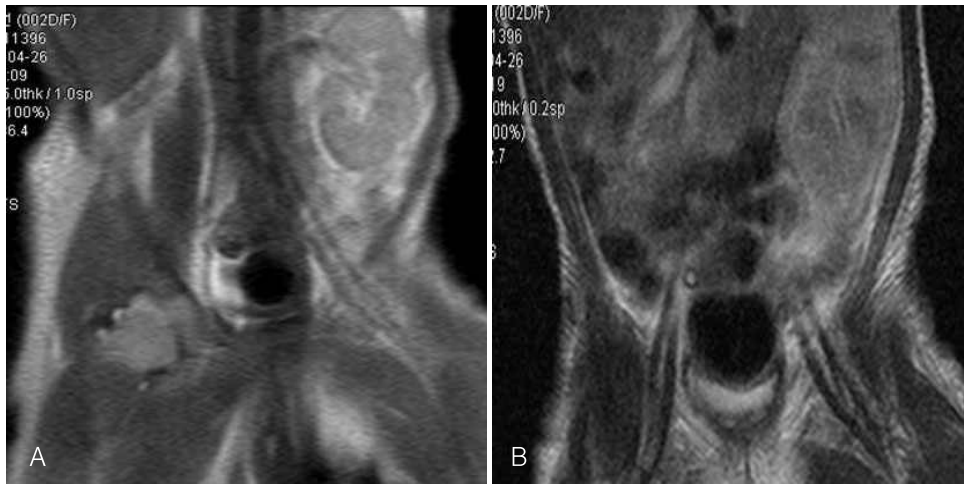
A) MRI of pelvis shows right kidney agenesis and non visualization of uterus. B) MRI of pelvis shows right and left intact ovary and bladder.
